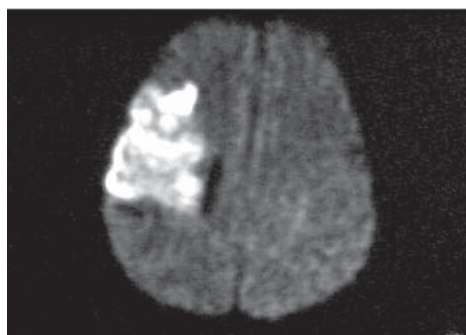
A: MR DWI sekv. Akutni ishemični infarkt nakon 20 h
